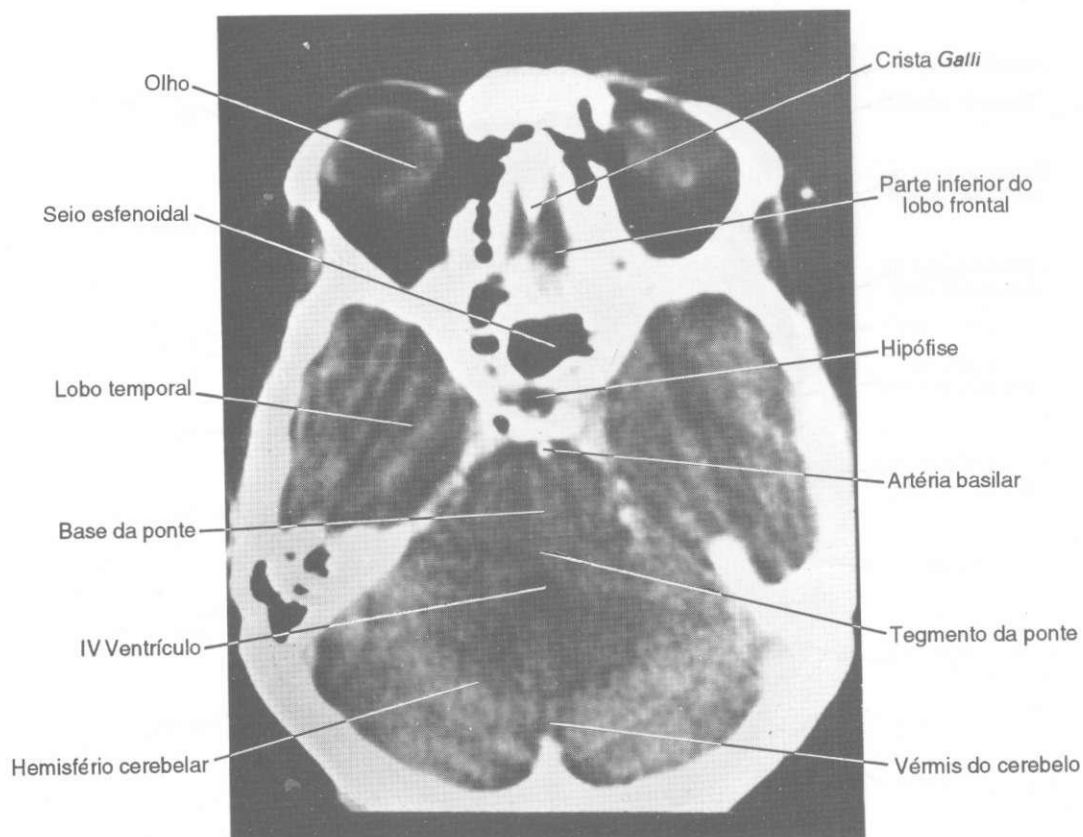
Tomografia computadorizada. Corte horizontal passando pela fossa posterior do crânio. (Gentileza do Dr. José Antônio Rodrigues.)
